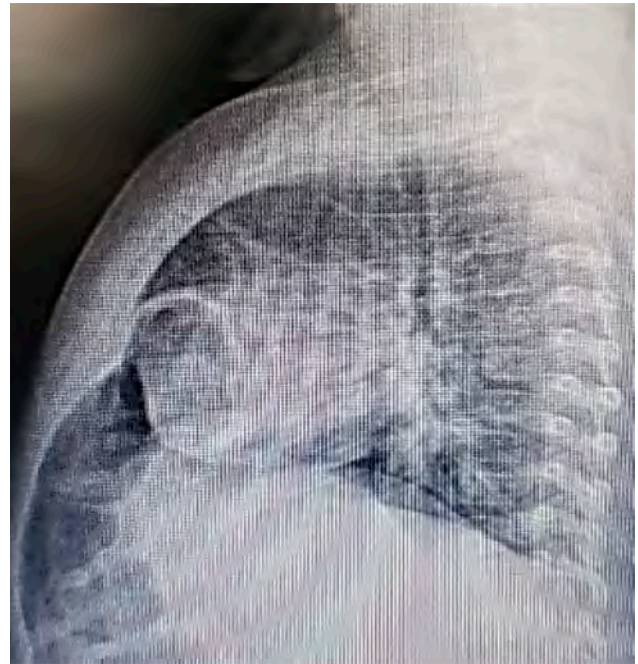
Radiografía de tórax lateral que evidencia asas intestinales en cavidad torácica.
